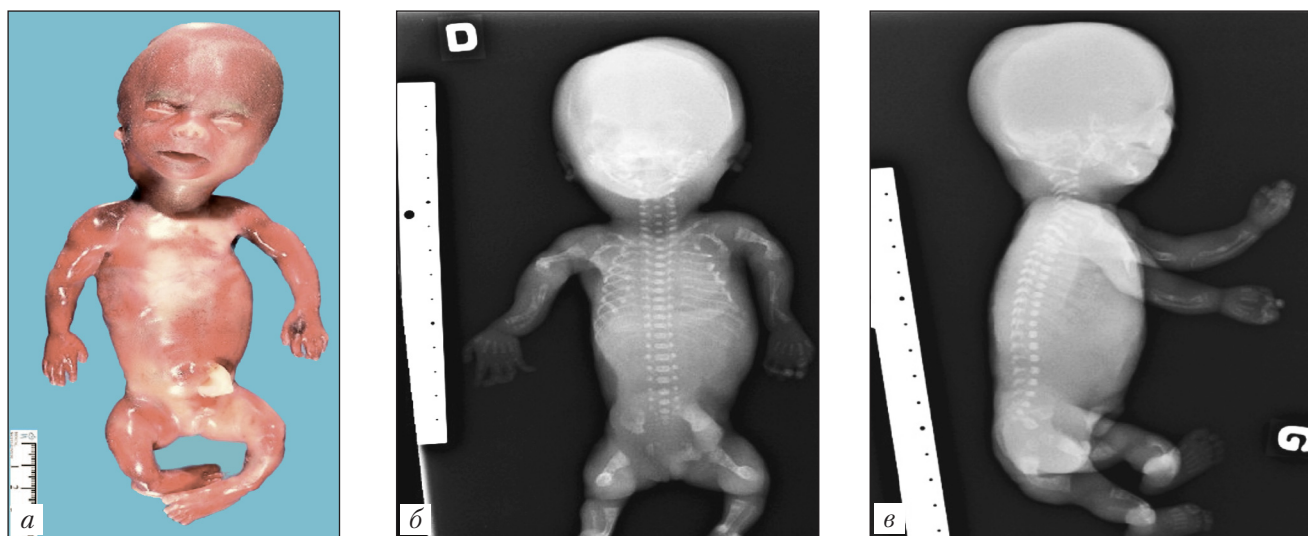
Абортус с несовершенным остеогенезом (а) и его рентгенограммы (б, в)
